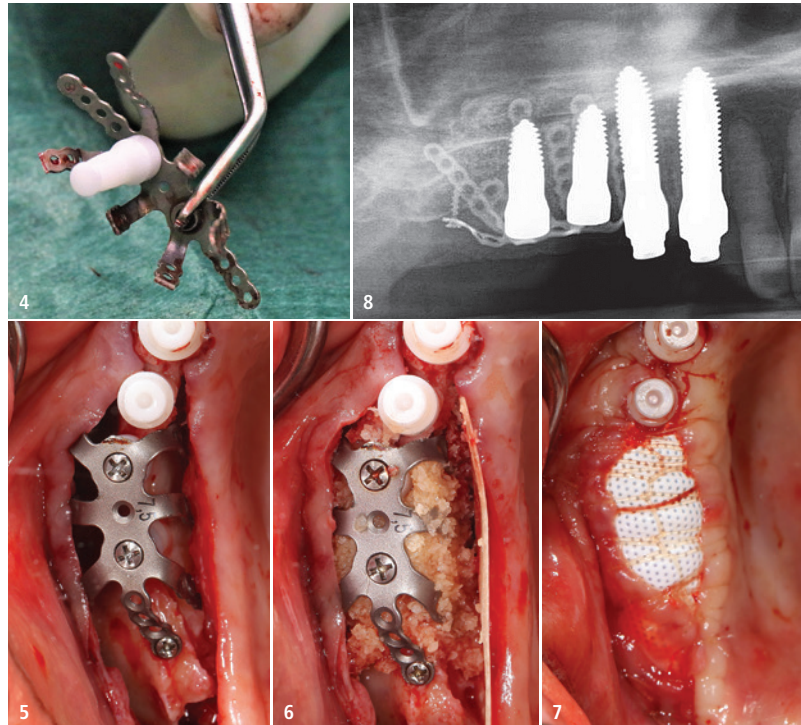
Das Sinusimplantat 16 wurde bereits vor Integration extraoral mit dem BISS verschraubt. – Abb. 5: Bone Implant Stabilisation System mit Osteosyntheseschrauben distal, palatinal und vestibulär fixiert. – Abb. 6: Vertikale Augmentation mit allogemem Knochenersatzmaterial, stabilisiert durch das BISS. – Abb. 7: Open-Healing-GBR-Konzept: Einlage von PRF-Membranen, einer Kollagenmembran und Abdeckung mittels einer Cytoplast-Membran. Abb. 8: Postoperatives Röntgenbild: zweiteilige Sinusimplantate 16,17 fixiert durch das BISS, einteilige Keramikimplantate Regio 15 und 14.
